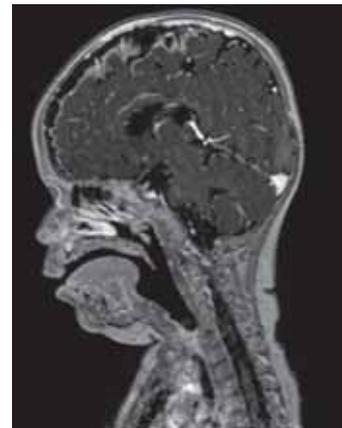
МРТ ГМ в программе ST1W_3D_ISO
